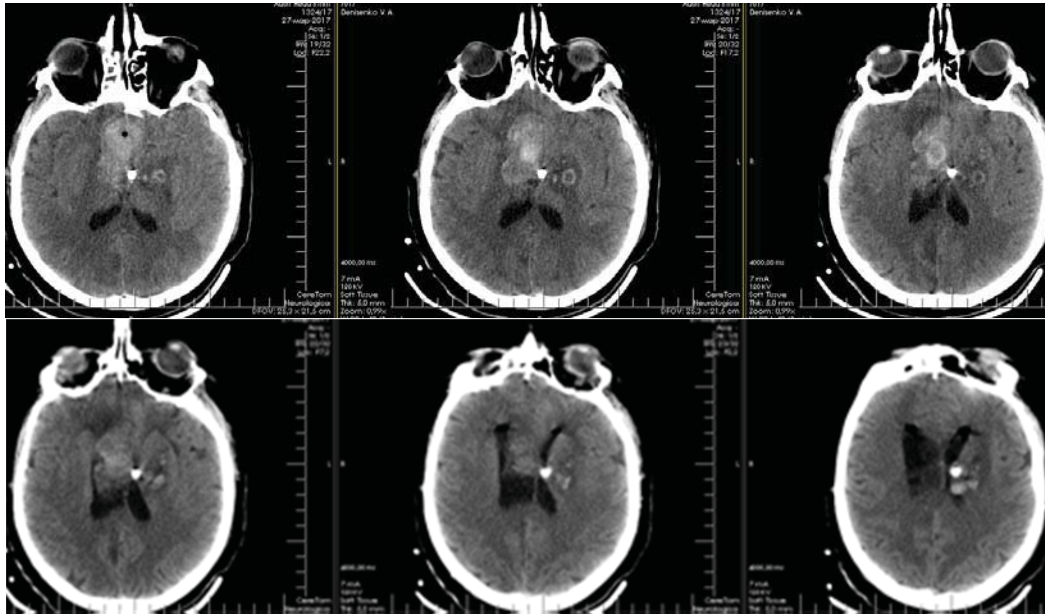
контрольная КТ головного мозга через 20 дней после операции. Выявляется геморрагическое пропитывание в области удаленной опухоли.
